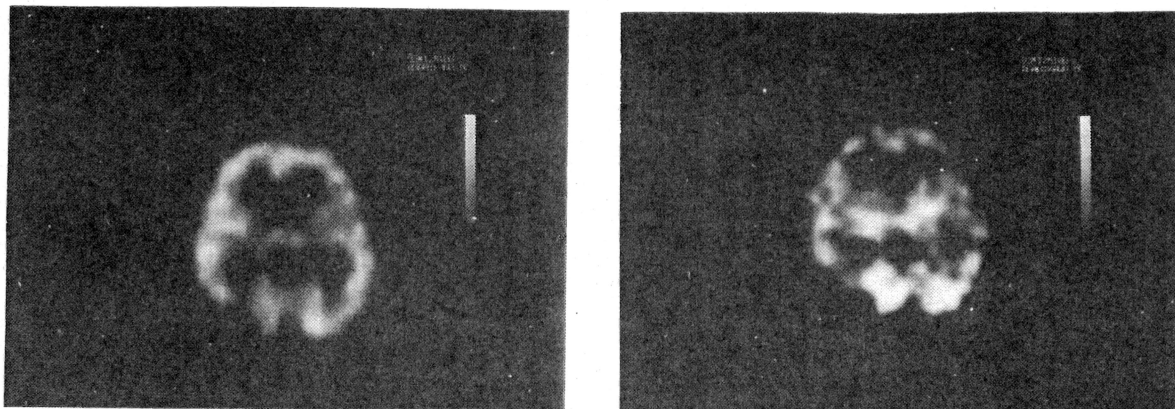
発 作 間 歇 時 ( 左 )、発 作 時 ( 右 ) HMPAO SPECT
